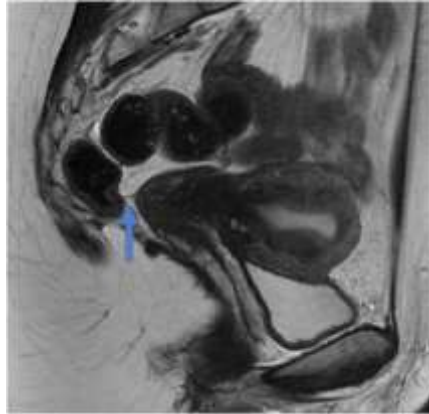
RM sagital T2W de la pelvis en una mujer de 33 años con cáncer de recto. La flecha azul indica la delgada línea negra, la reflexión peritoneal anterior, insertándose en el recto en el fondo de saco.
